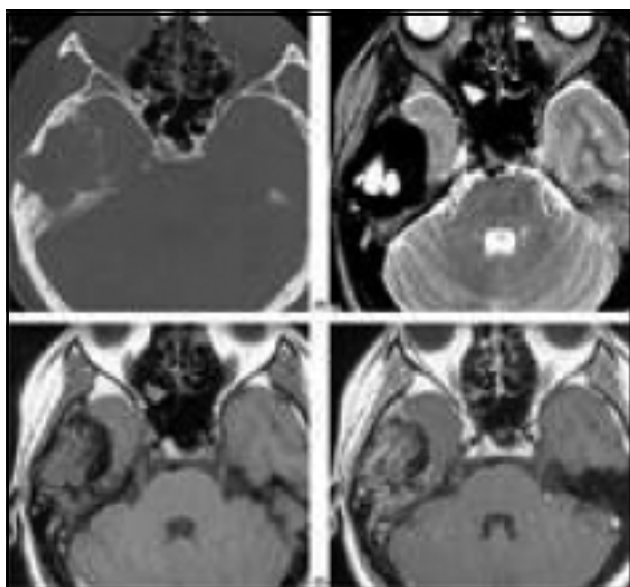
Imágenes de TAC simple e IRM en secuencias T1 con y sin gadolinio y T2.
